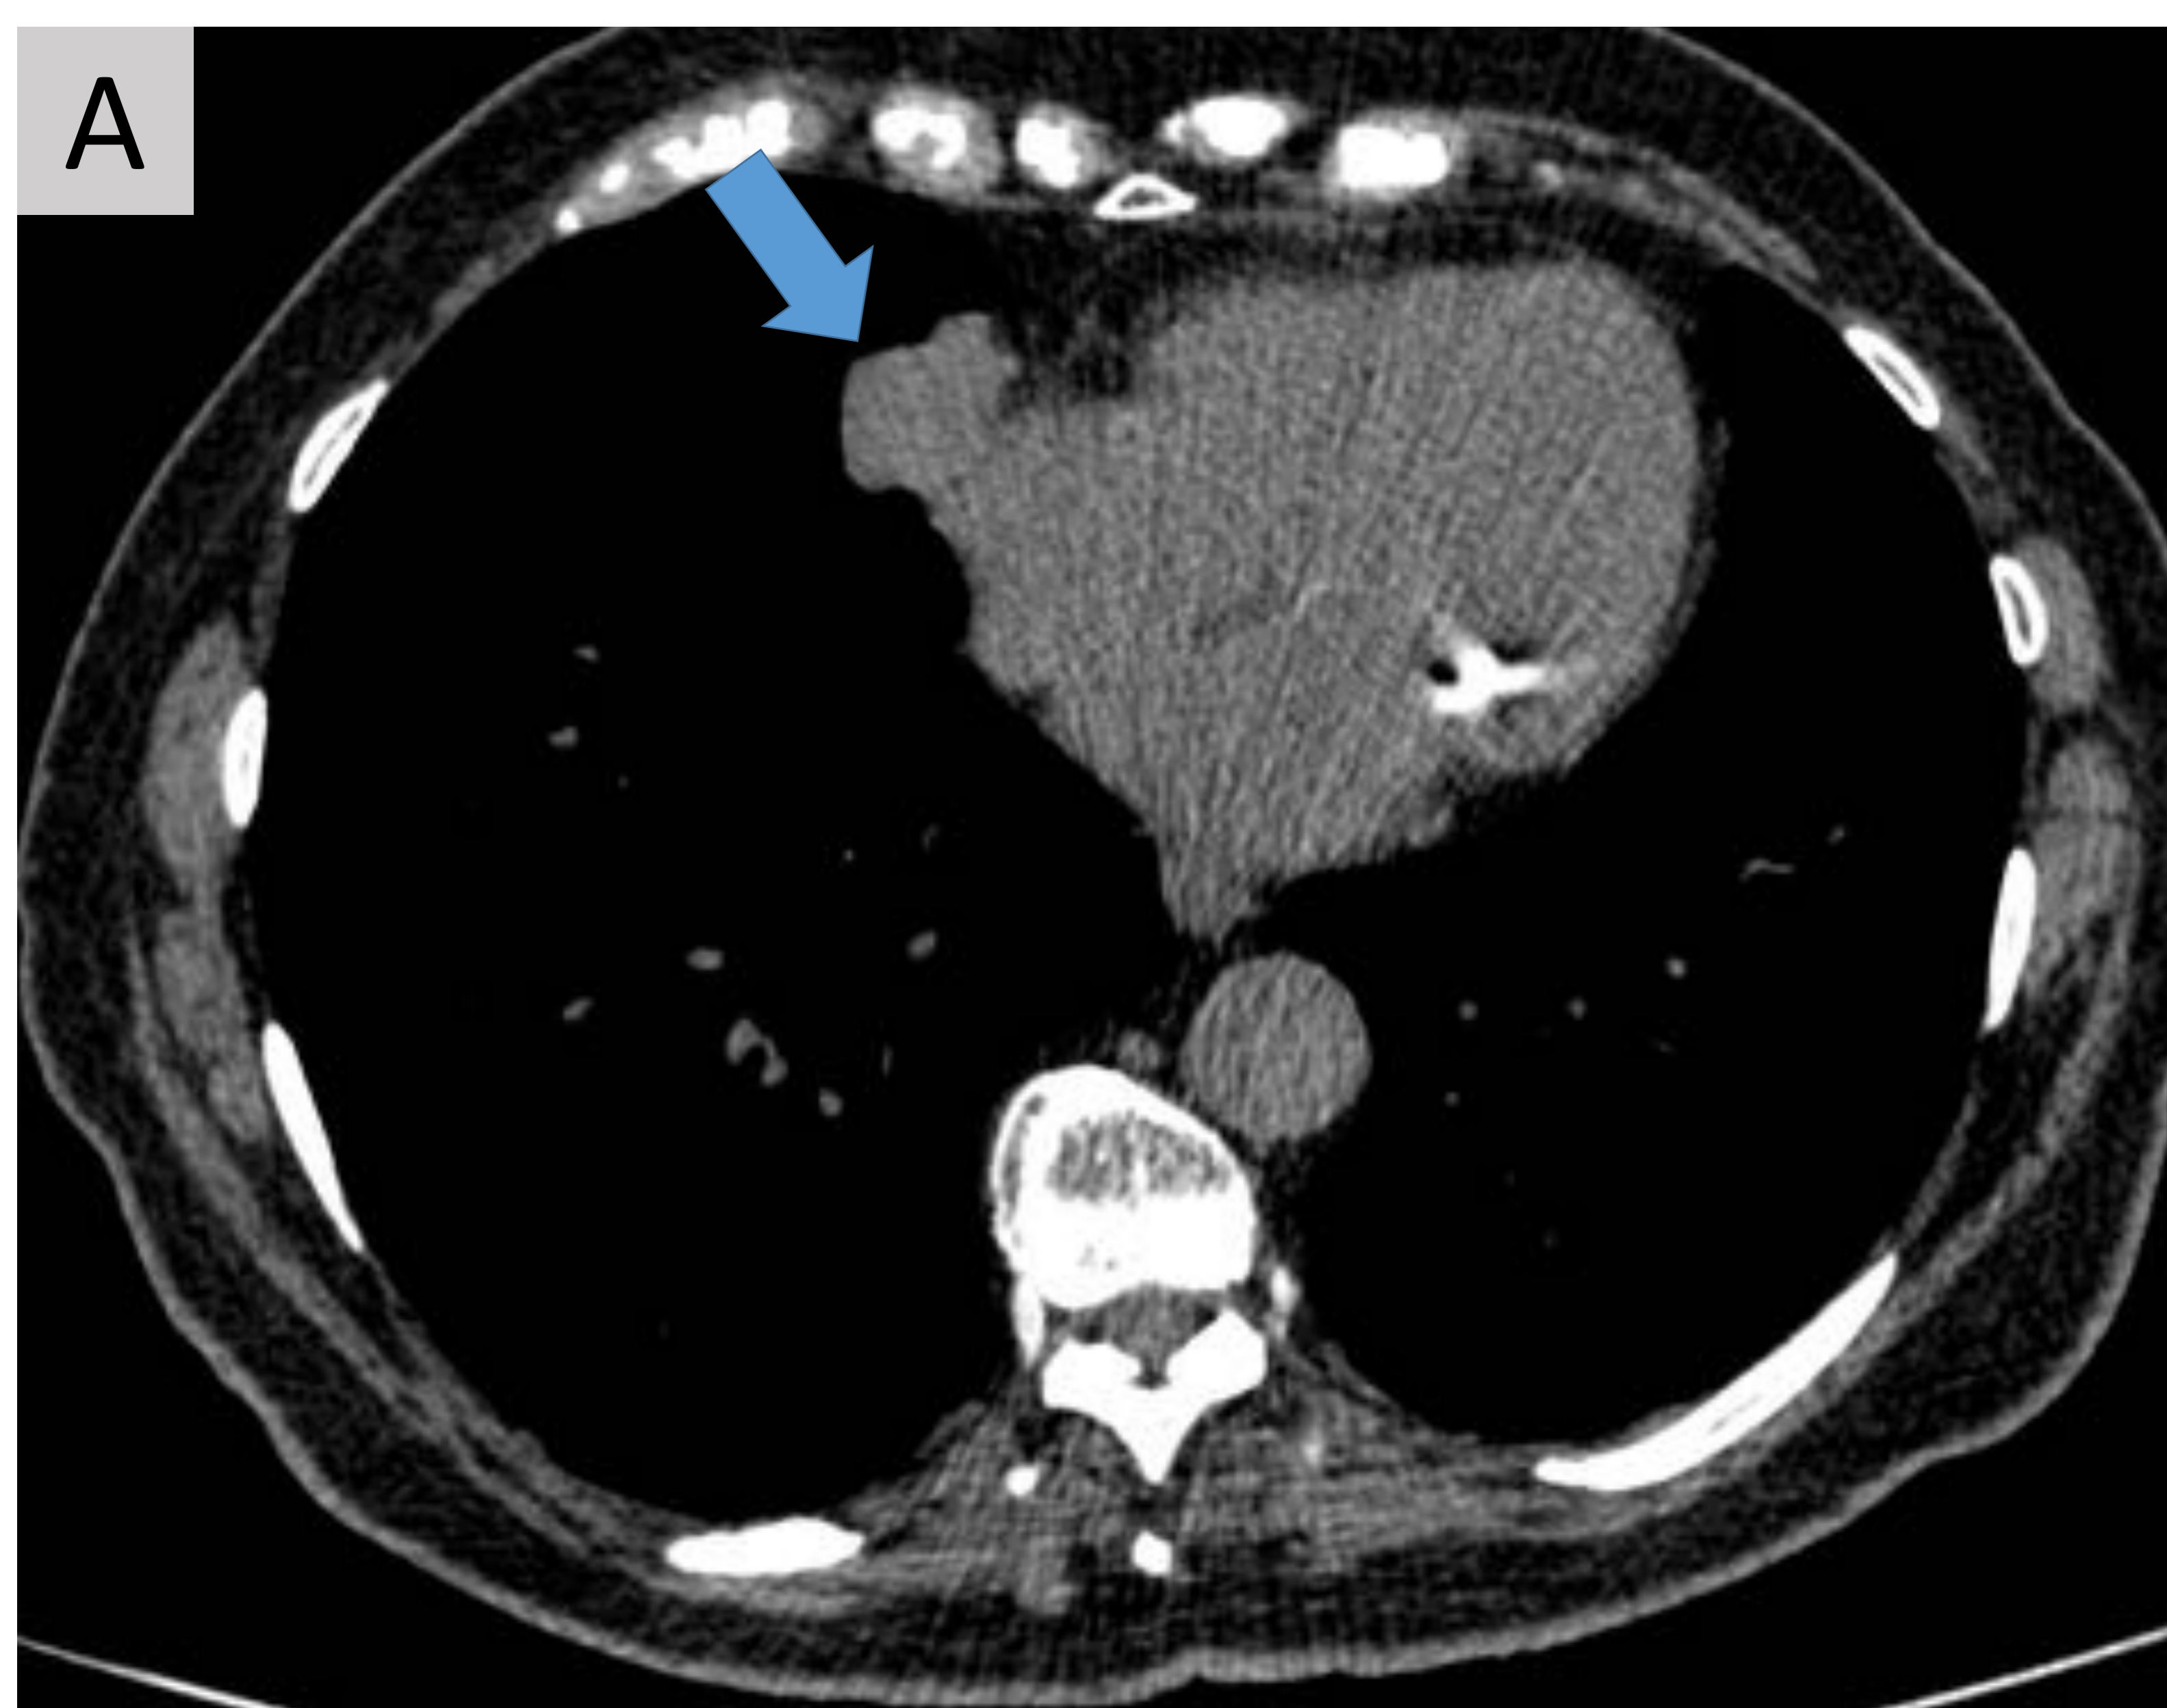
A y B. TC sin contraste de tumor carcinoide atípico: se aprecia masa en lóbulo medio que infiltra grasa mediastínica paracardiaca derecha (flechas) con parénquima pulmonar sin signos de enfisema.
